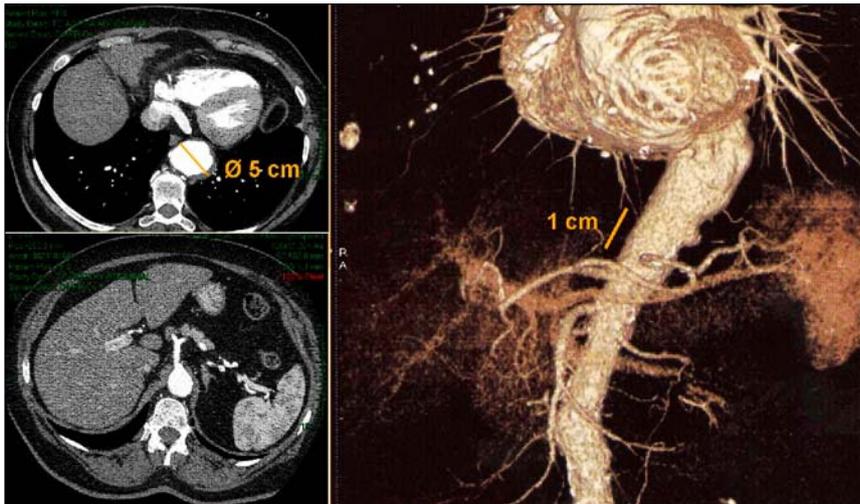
Angio-TC preoperatoria que muestra un aneurisma de aorta torácica de 5 cm de diámetro máximo, con cuello distal hasta el tronco celíaco de 1 cm.
